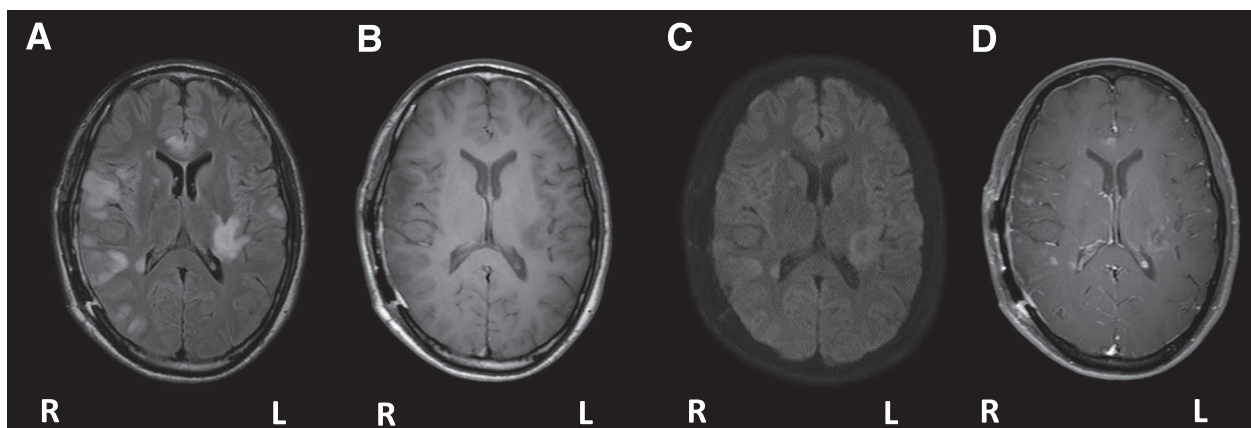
MRI lesions on the 60th day of hospitalization.
